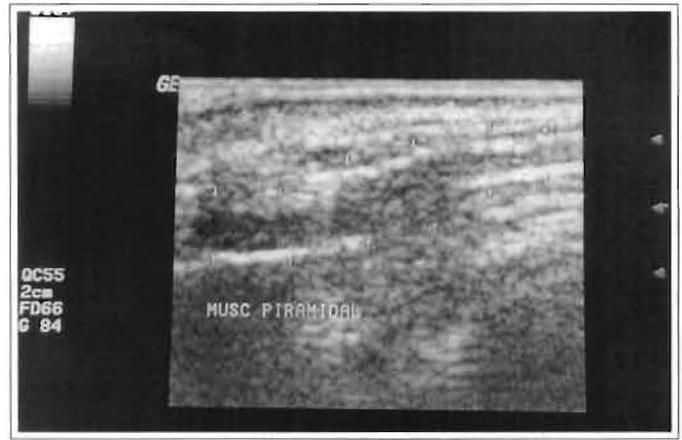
Ultra-sonografia do músculo precero ou piramidal, identificado por agulhamento.
